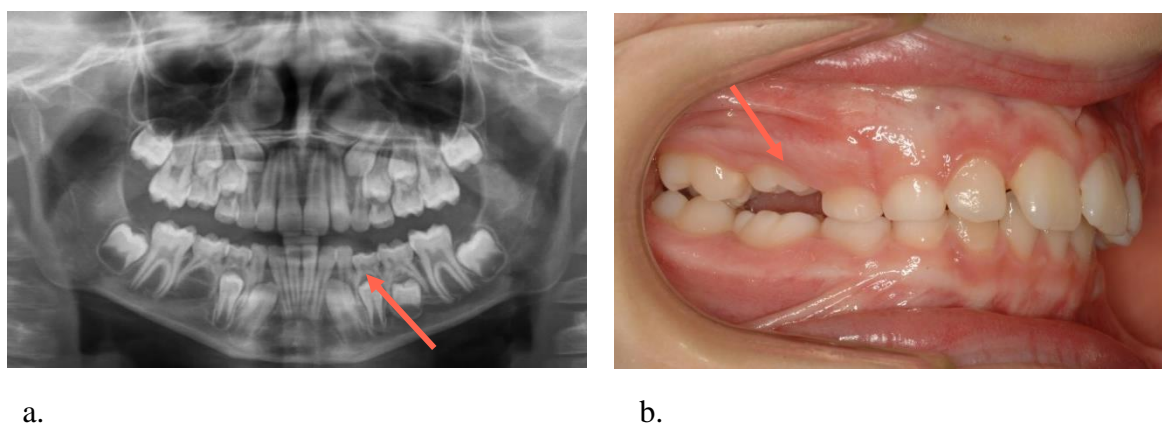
a. Infraoclusión del 74 en radiografía panorámica. b. Infraoclusión de 55 en fotografías intraorales.*
